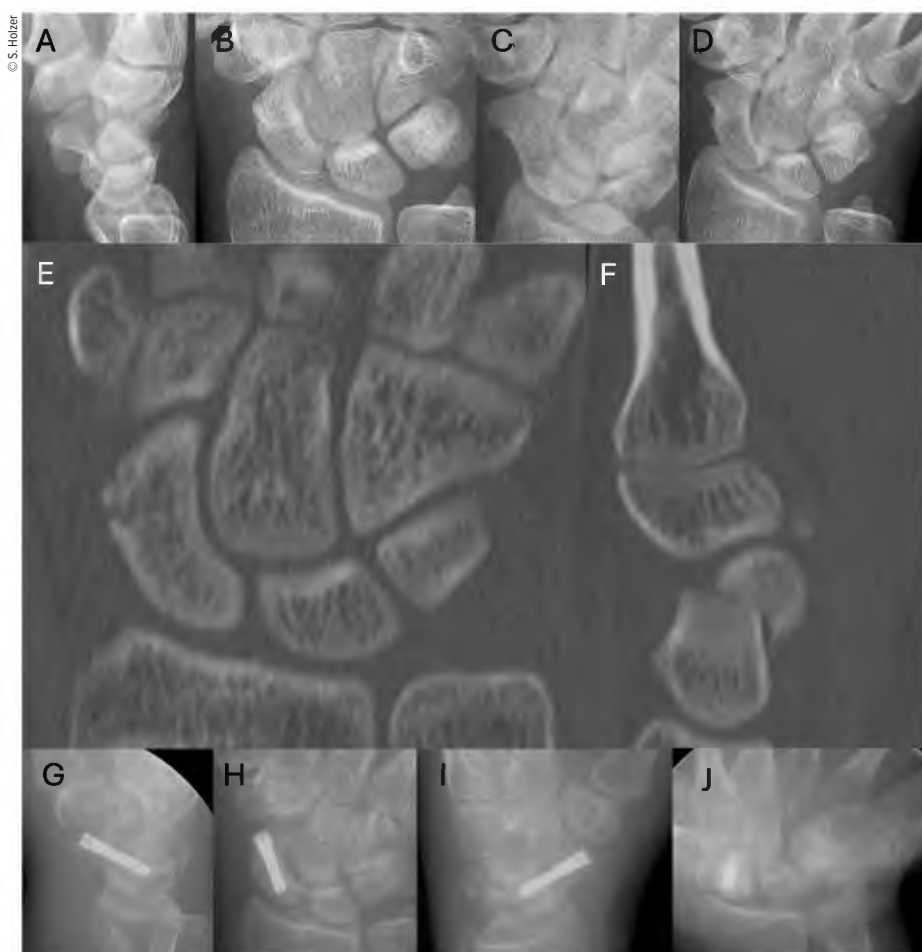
Röntgenaufnahmen (A–D) einer 20-jährigen Patientin nach Fahrradsturz zeigen keinen deutlichen Frakturnachweis. Die Computertomografie (E, F) demaskiert eine dislozierte Skaphoidfraktur mit Humpback-Deformität. Nach geschlossener Reposition mittels Joystick-Technik erfolgt die perkutane Schraubenosteosynthese. Die postoperativen Aufnahmen (G–J) zeigen regelrechte Reposition und Implantatposition
